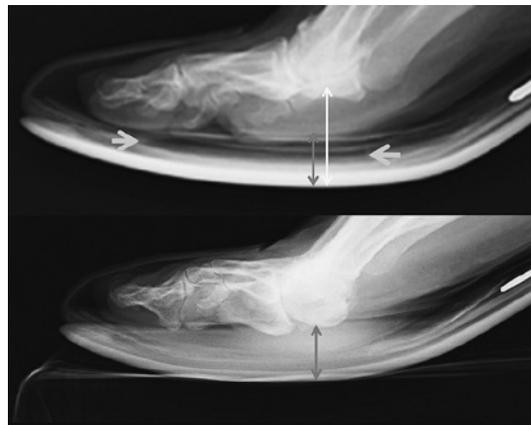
荷重位(下)・非荷重位(上)のX線写真における、中足骨骨頭の高さ(荷重位(灰色矢印)・非荷重位(白色矢印))の沈下と、パッドの位置(水平の太い灰色矢印間がパッド)
